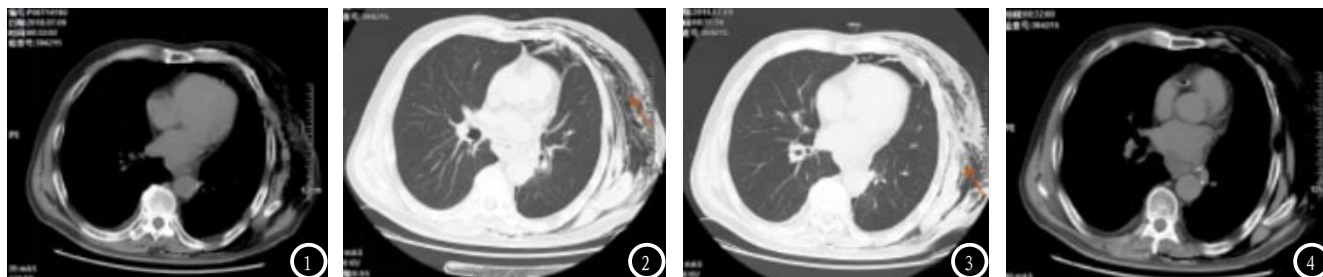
左肺下叶癌经胸腔镜下左肺下叶切除术后低剂量CT轴位平扫肺窗。图2 图像示左肺下叶缺，左侧胸腔及左侧胸部皮下见气体密度影。图3 CT轴位平扫纵隔窗。图4 左肺下叶癌经胸腔镜下左肺下叶切除术后，左肺下叶缺如，左侧胸腔少量积液。
